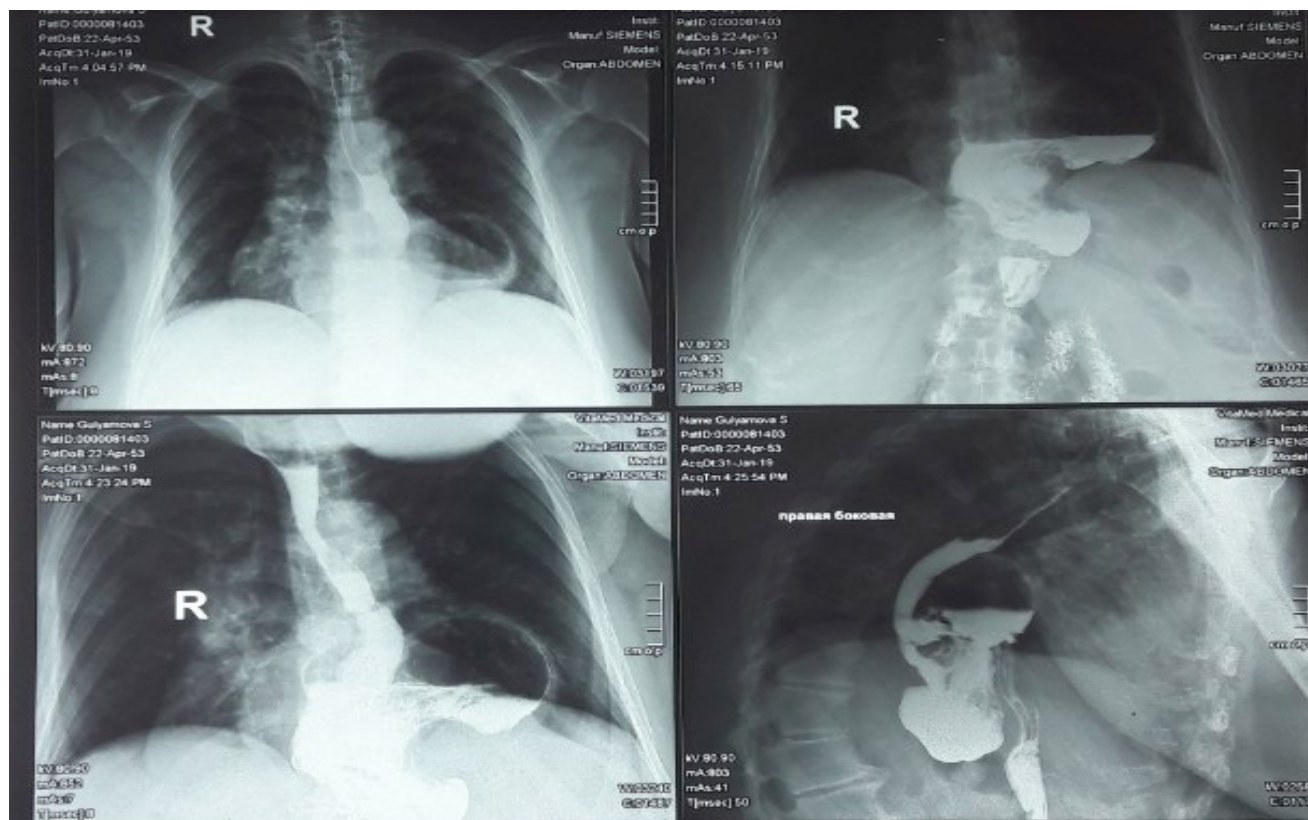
Контрастная рентгенография желудка. Тело и дно желудка находятся в грудной полости.
